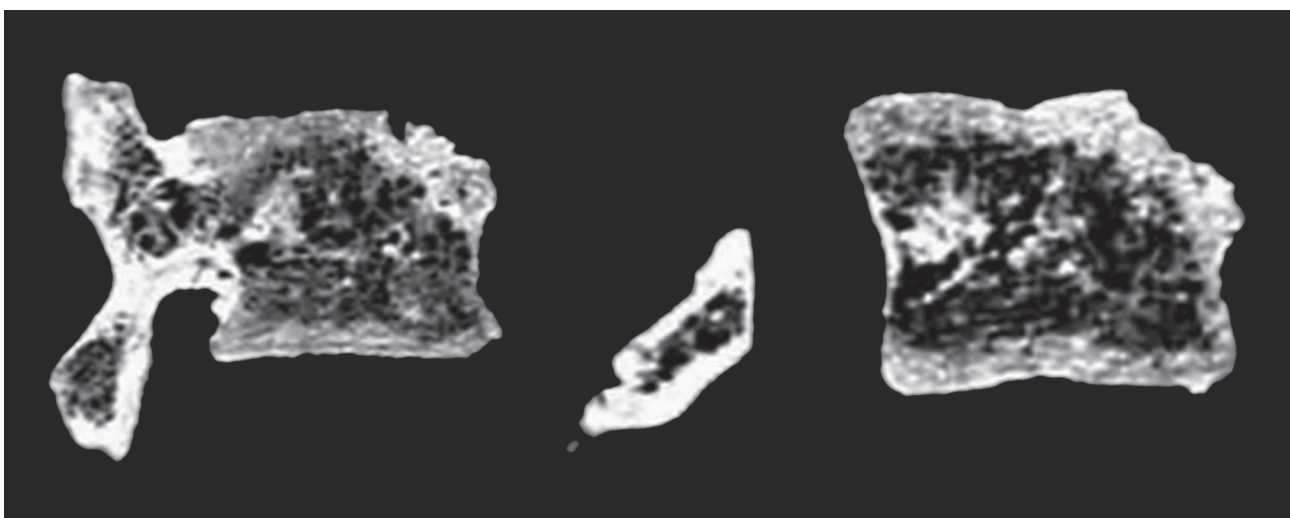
Images tomodensitométriques de la vertèbre L4 de SP10506 – coupes sagittales (M. Panuel, service de radiologie, Faculté de Médecine de l'Hôpital Nord, AMU) / *CT-scan of the L4 vertebra of SP10506 – sagittal sections (M. Panuel, radiology department, Hôpital Nord Faculty of Medicine, EMS)*
